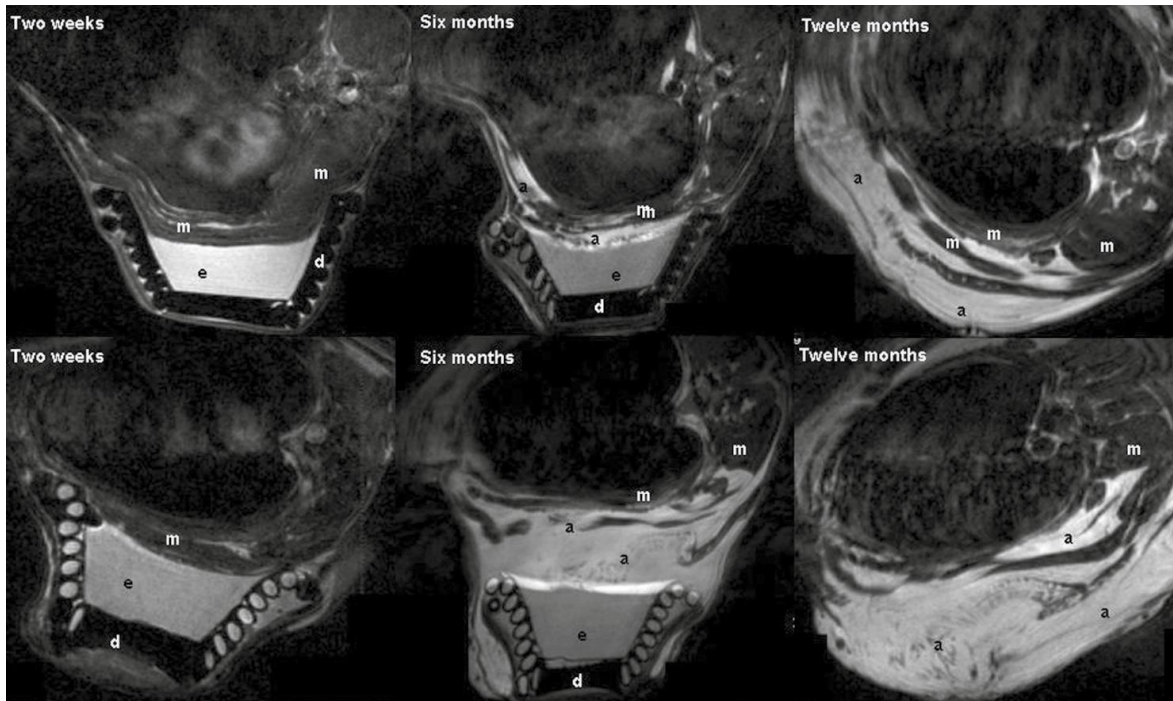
In queste immagini di RM sono rappresentati due animali a due settimane, sei e 12 mesi dall’impianto dell’espansore (d). Dal sesto mese inizia la formazione di nuovo tessuto adiposo (a) nelle aree d’interesse. (e) epidermide; (m) muscolo.
